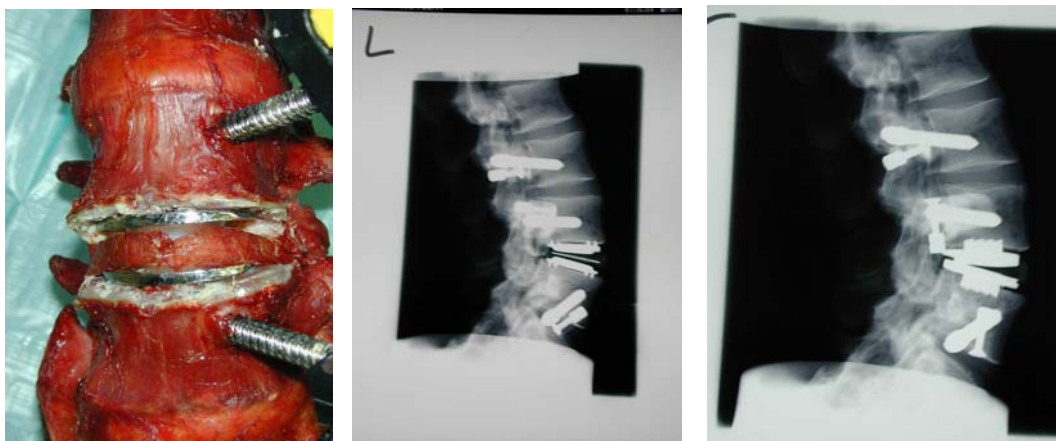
a) Nahtverschluß des Ligamentum longitudinale anterius nach Prothesenimplantation, Ansicht von ventral, b) Röntgen-Kontrolle nach Implantation der „unconstrained“ Prothese, seitlicher Strahlengang, c) Röntgen-Kontrolle nach Implantation der „semiconstrained“ Prothese, seitlicher Strahlengang
